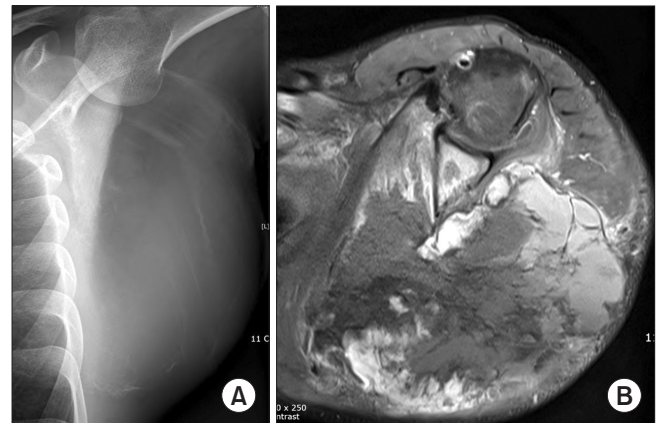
Twenty-one-year-old male showing a huge scapula mass (Case 9). (A) Plain radiograph shows a purely osteolytic lesion in the scapula with a huge soft tissue shadow. (B) T1-weighted post-enhancement axial magnetic resonance imaging shows destruction of the scapula and marked extra-osseous mass formation.
